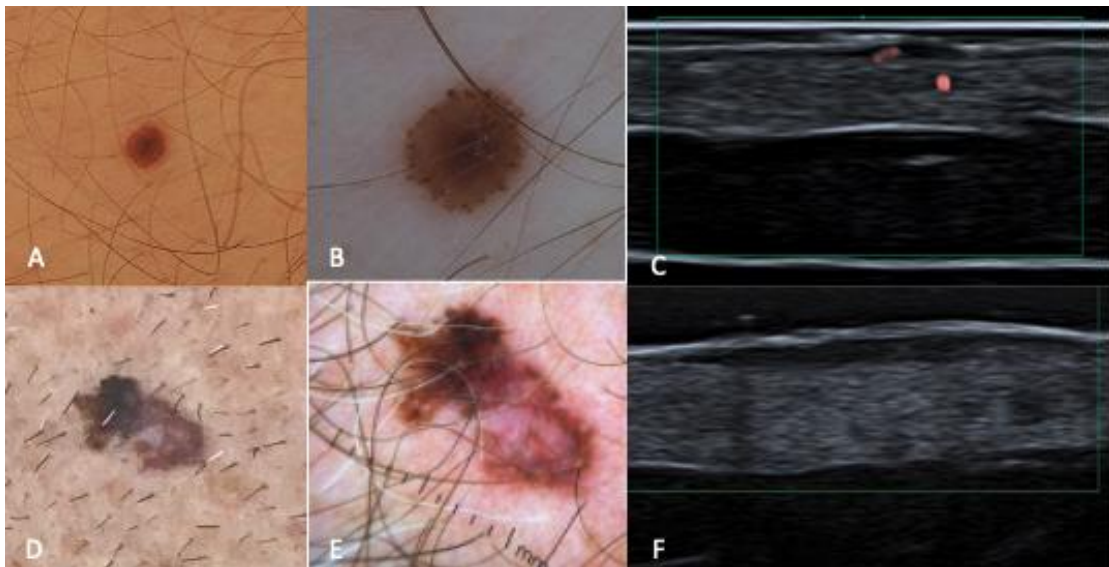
Nevos melanocíticos compostos displásicos. A. imagem clínica, B. dermatoscopia e C. ultrassonografia no modo Doppler com vascularização intralesional, D. imagem clínica, E. dermatoscopia e F. ultrassonografia no modo Doppler sem vascularização intralesional.
